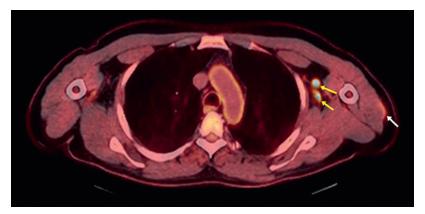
TEP-TDM-FDG (coupe axiale): Ganglions lymphatiques au niveau axillaire gauche (flèches jaunes) positifs à la TEP, accumulation discrète au sein du muscle deltoïde (flèche blanche).
